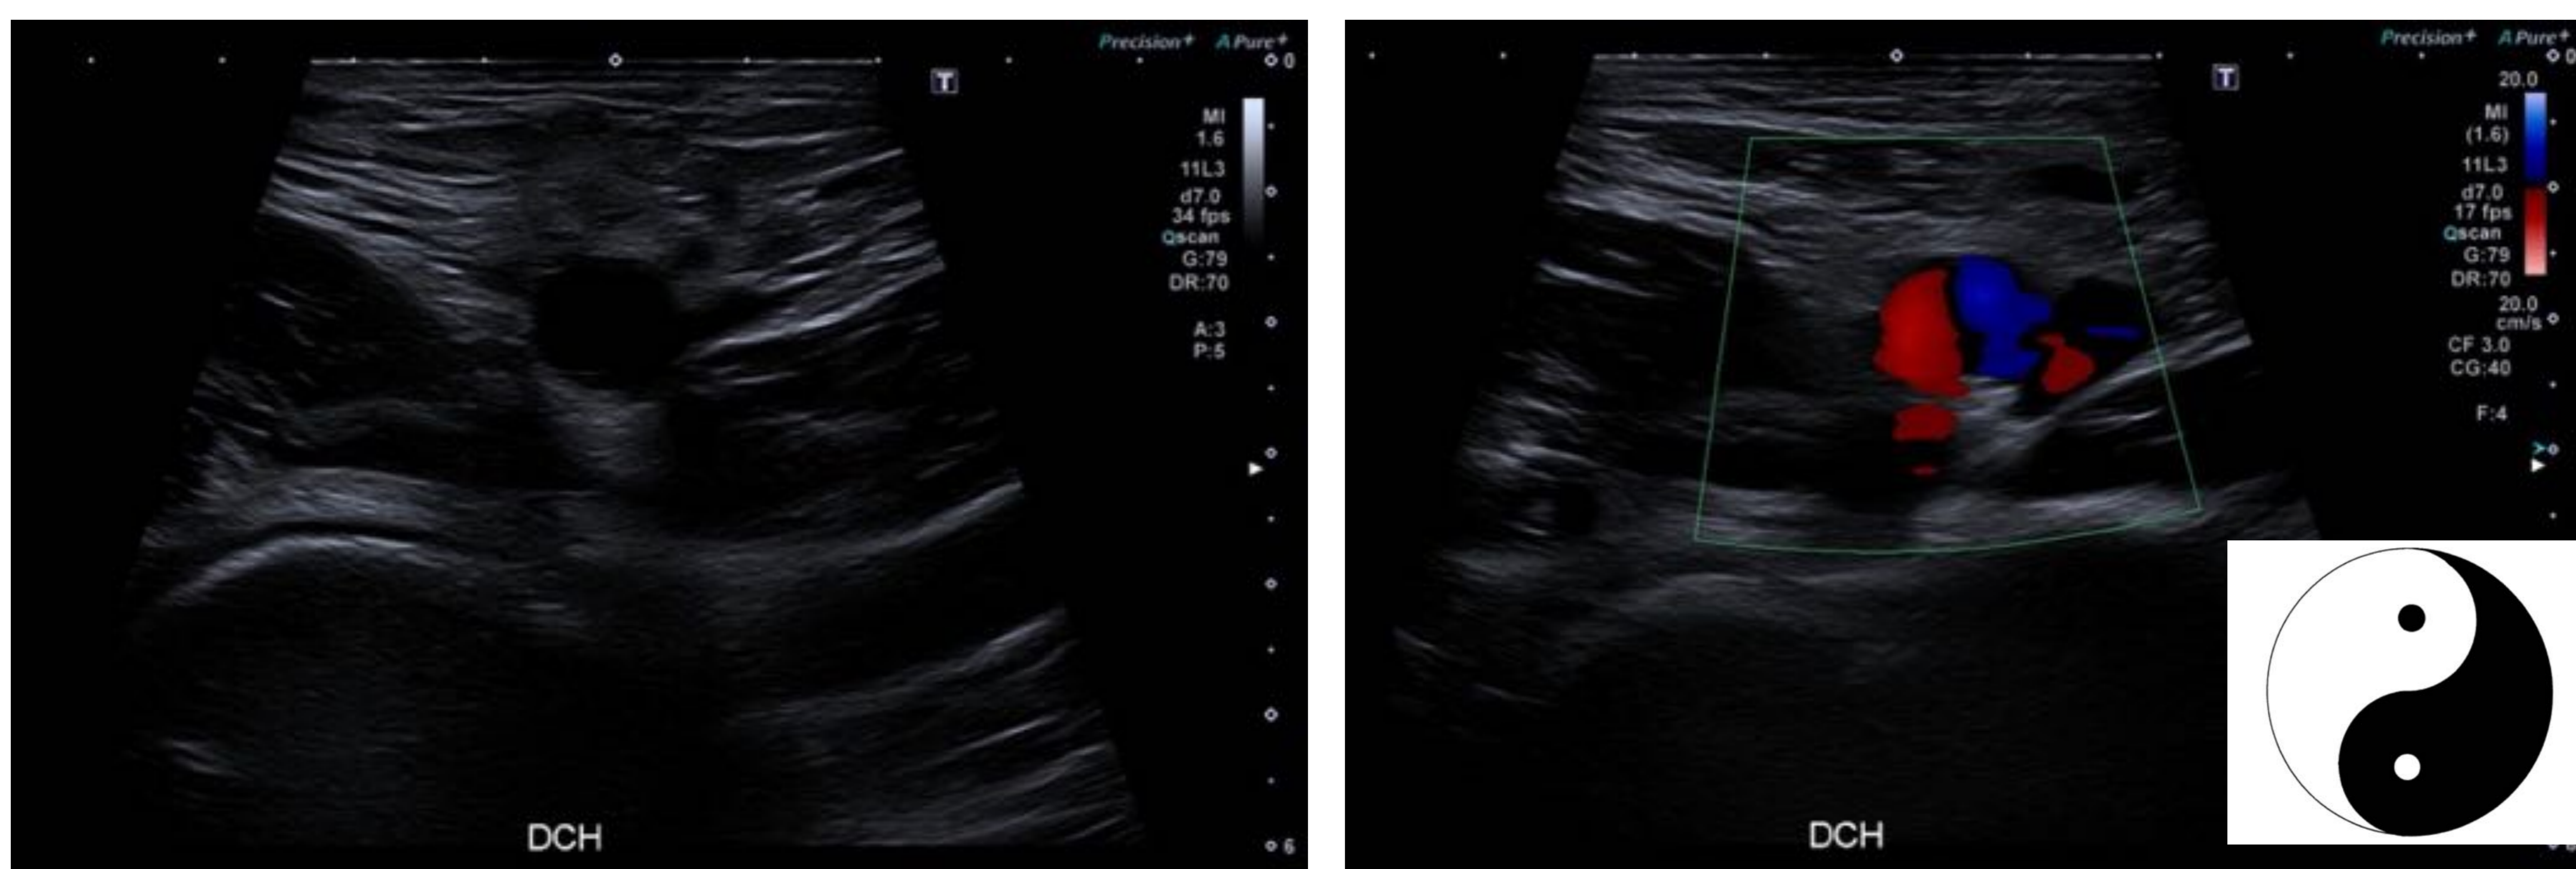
Ecografía-Doppler. Paciente de 65 años con antecedente de cateterismo vía femoral reciente y edema en MID. Dilatación de la arteria femoral común con patrón en “yin-yang” en su interior al aplicar el modo Doppler. Hallazgos compatibles con pseudoaneurisma. Hospital Universitario Infanta Cristina. Unidad Central de Radio diagnóstico.
